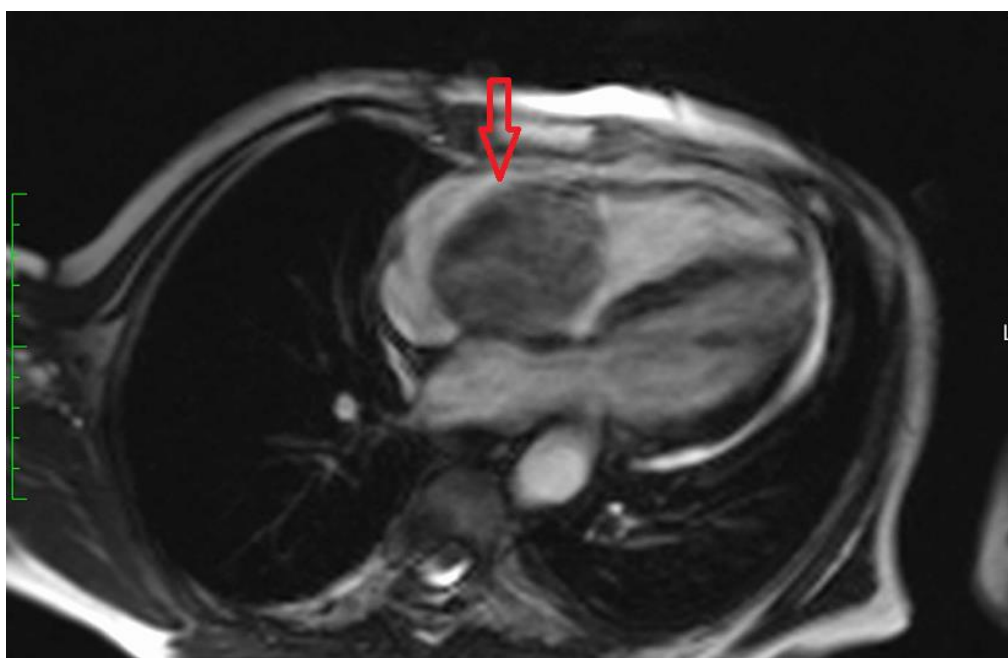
Rezonanță magnetică cardiacă care evidențiază formațiunea tumorală strict intracavitară, cu priză de contrast precoce.
